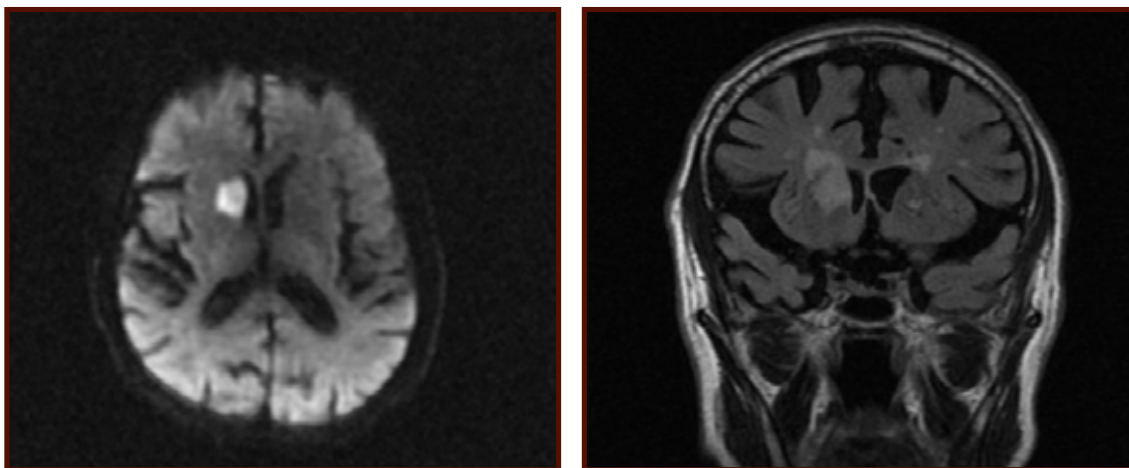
Resonancia magnética cerebral.
